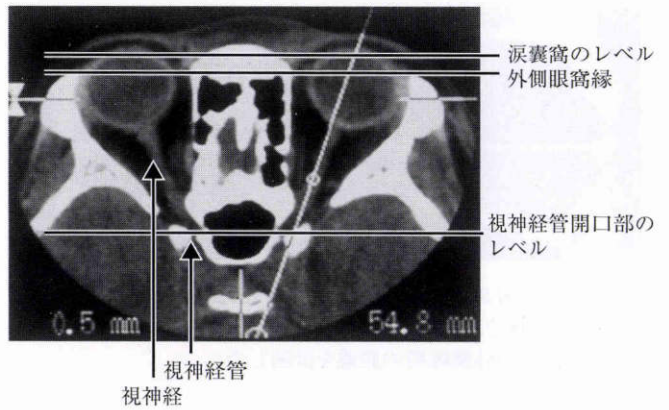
水平断 computed tomography (CT)画像の角度調整。
